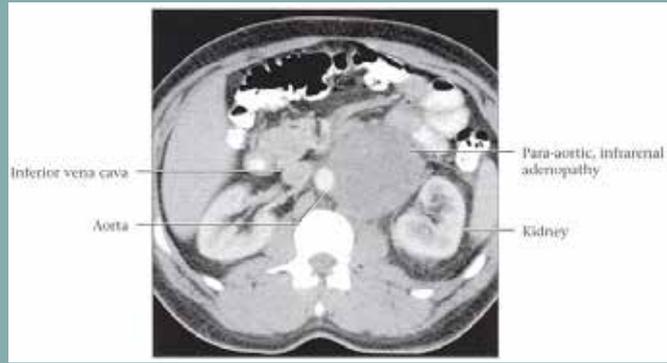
Une coupe axiale de CT scan en présence d'une volumineuse atteinte ganglionnaire au hile rénal (testicule gauche).
